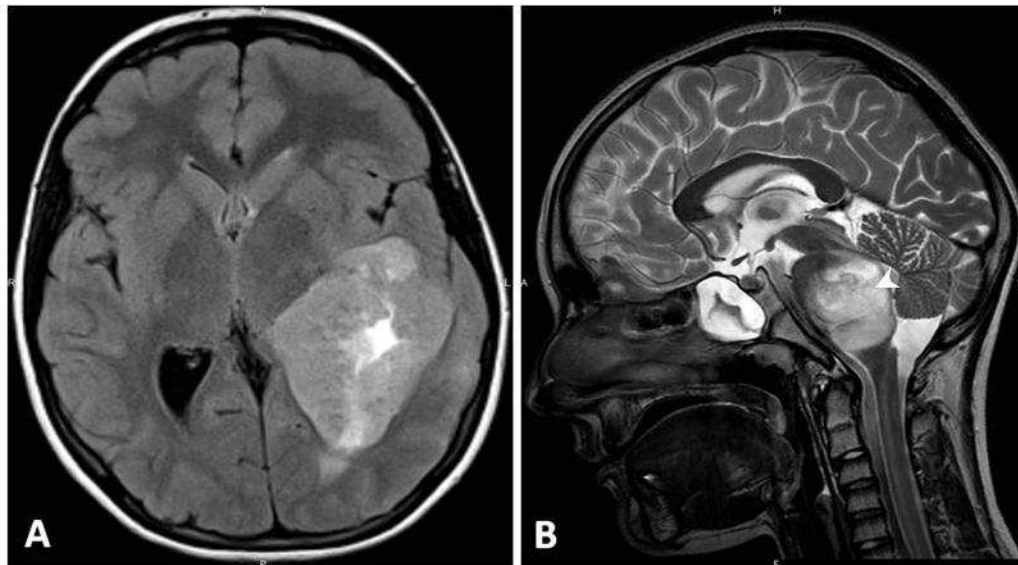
Imageries cérébrales de gliomes de haut grade. A. IRM cérébrale en coupe axiale FLAIR montrant une volumineuse masse intra-axiale mésentencéphalique infiltrant le lobe temporal interne et le pédoncule cérébral droit correspondant à un glioblastome chez un garçon de 7 ans. B. IRM cérébrale en coupe sagittale T2 montrant une lésion infiltrante protubérantielle typique de gliome malin du tronc cérébral chez une fille de 8 ans.
